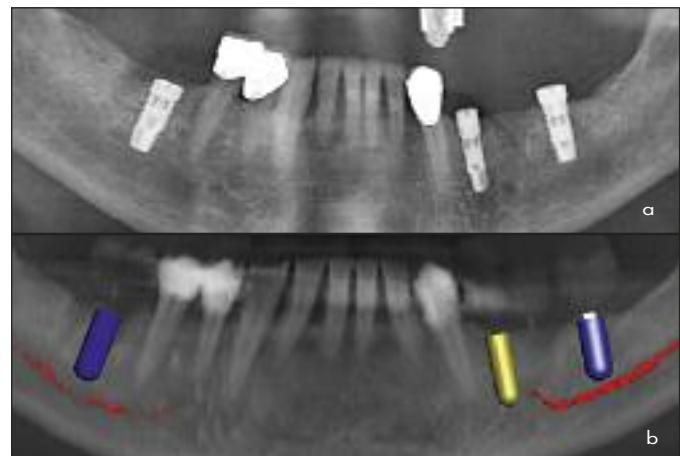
Postoperative Panorammaschichtaufnahme zur Röntgenkontrolle und präoperative Planung in der Panoramafunktion der CeHa imPlant Software
